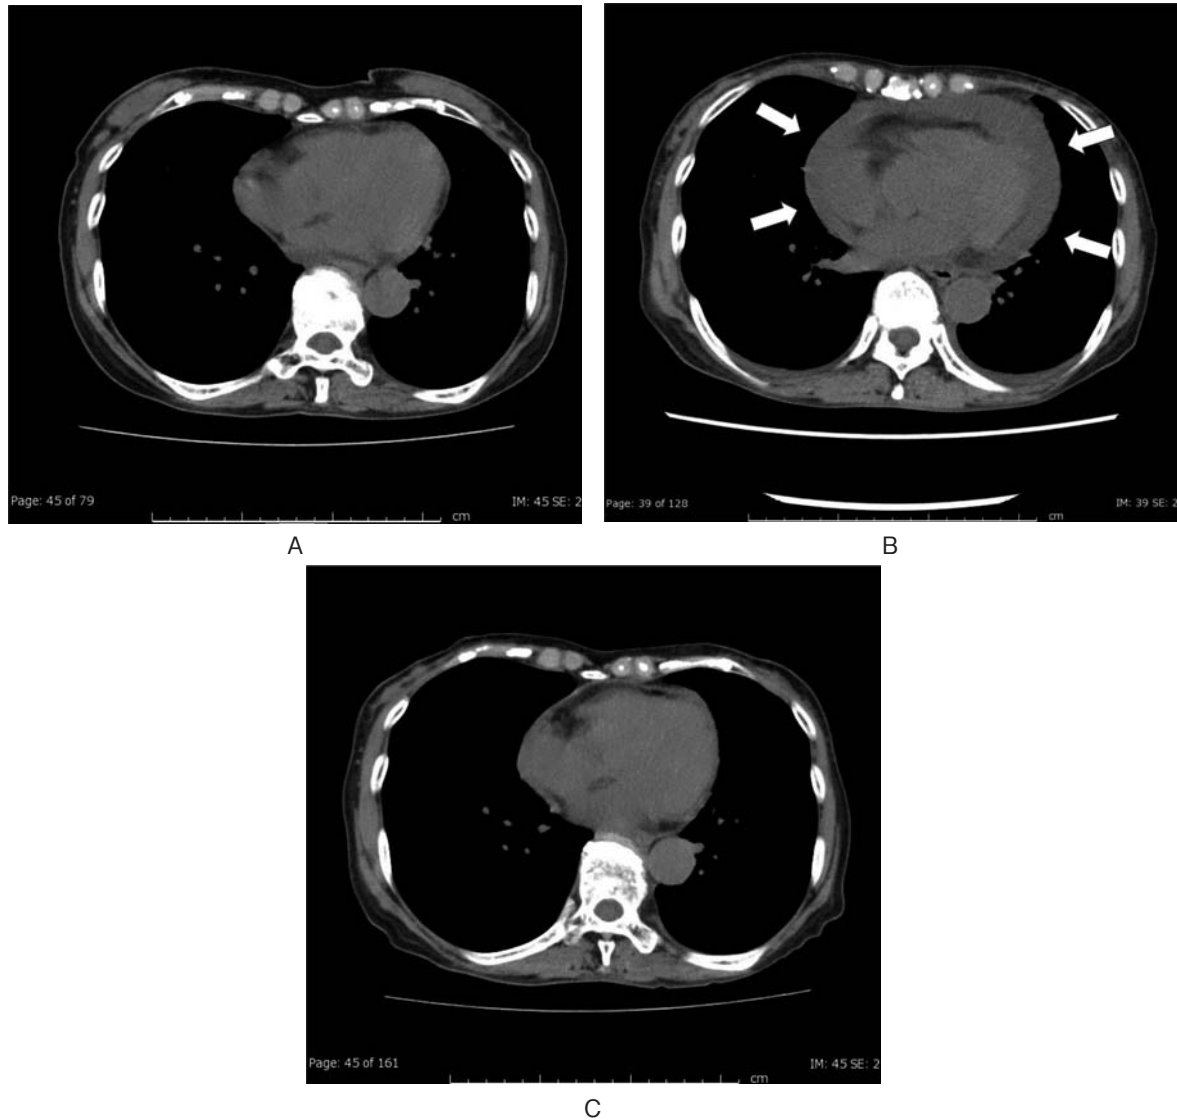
A; Computed tomography before nivolumab therapy was started. B; Computed tomography showed pericardial effusion after five courses of nivolumab (arrows). C; Computed tomography after two weeks of cardiocentesis showed no recurrent pericardial effusion.
